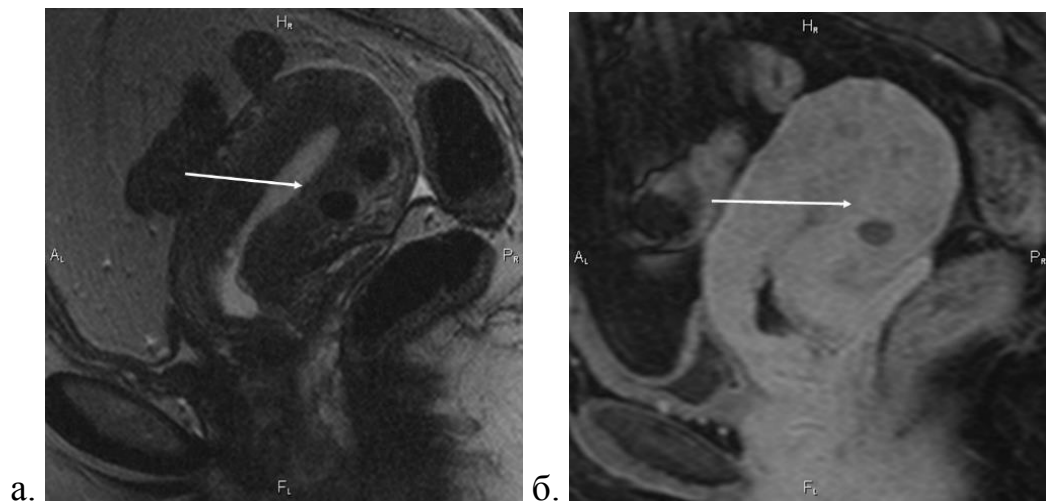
Пациентка К., 45 лет; 033KEU; МРТ через 6 месяцев после ЭМА; сагиттальные срезы; фрагмент лейомиомы по задней стенке (стрелка) а) T2-ВИ б) T1-ВИ с жироподавлением и введением КВ
